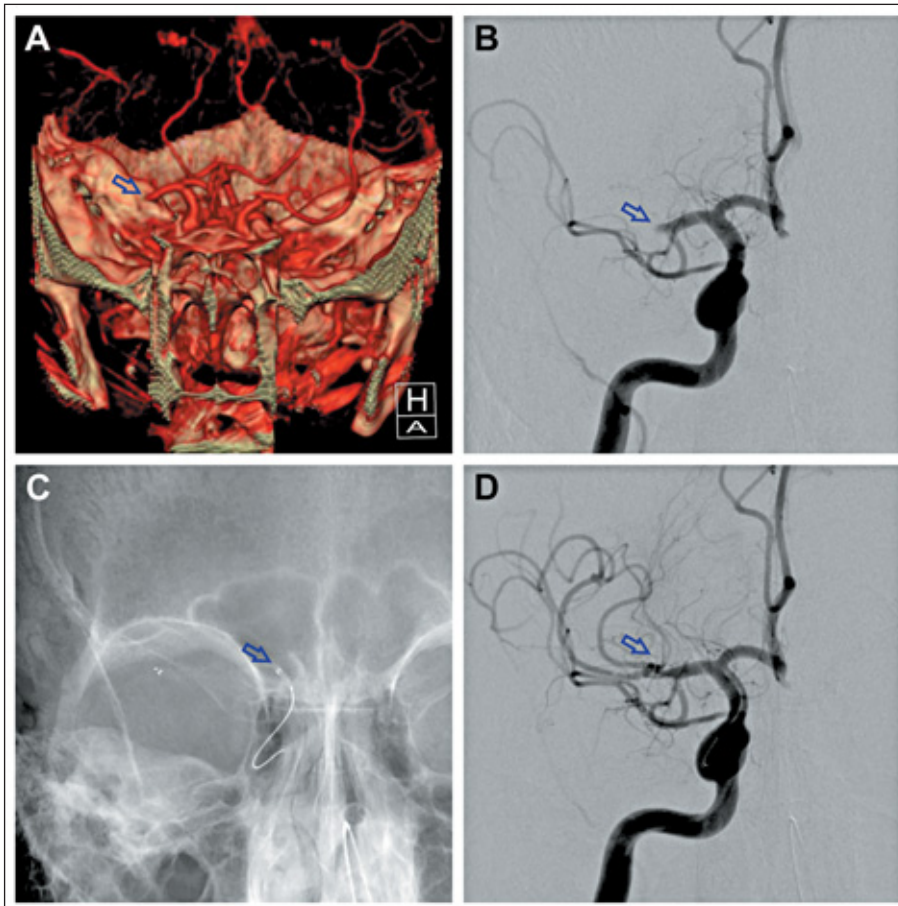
Akuter Schlaganfall. (A) Verschluss des Hauptstammes der rechten a. cerebri media in der 3D-CT-Angiographie, (B) in der DSA. (C) Positionierter „Stentriever“ zur Aufnahme des Thrombus. (D) Nach Thrombusextraktion komplette Rekanalisation des Media-Hauptstammes.
